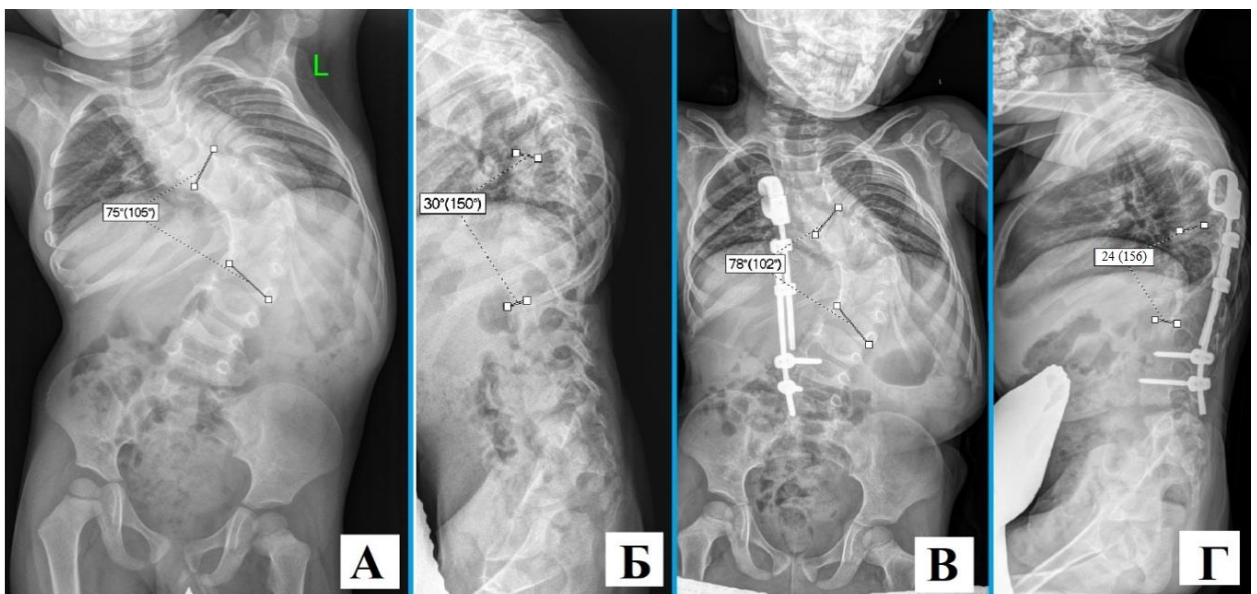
Рентгенограммы пациента О. (6 лет) с диагнозом врожденный сколиоз при одностороннем несегментированном боковом стержне Th4-Th12 и синостозе ребер. Рентгенограмма позвоночника в прямой (А) и боковой (Б) проекции до проведения хирургического лечения; рентгенограммы позвоночника в прямой (В) и боковой (Г) проекции после выполнения расширяющей торакопластики с применением реберно-позвоночного дистрактора
